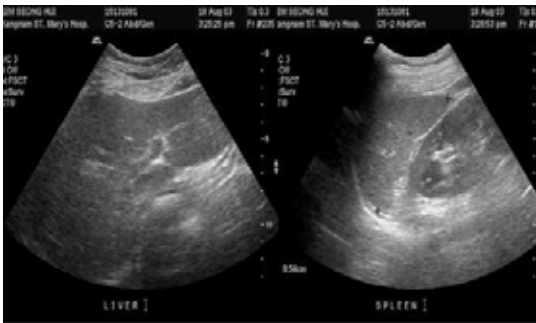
Abdominal sonography showed a mild coarse and increased echogenicity without an evidence of intrahepatic or extrahepatic bile duct dilatation. Spleen size was within normal.
